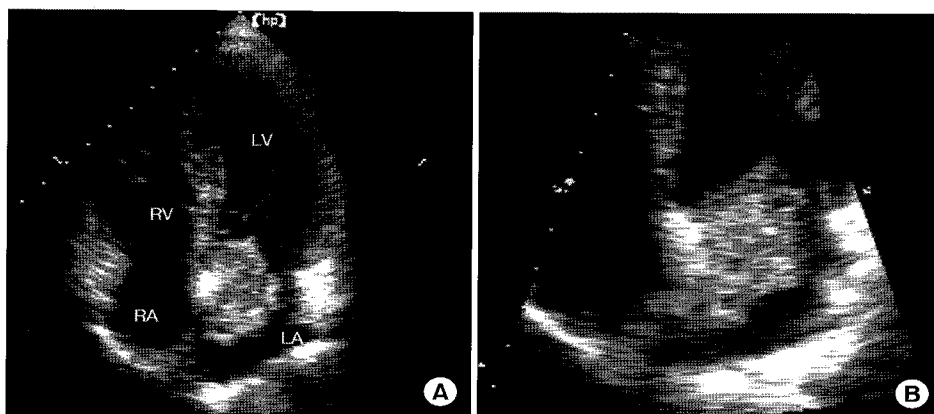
Transthoracic echocardiogram of villous type of left atrial myxoma. (A) Apical 4-chamber view showing a tumor with a surface that consists of multiple fine villous extensions. (B) Magnified view of (A). LA=Left atrium; LV=Left ventricle; RA=Right atrium, RV=Right ventricle.
